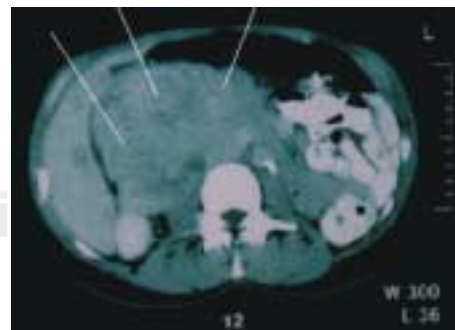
Tomografía de abdomen, con tumores hepáticos.
